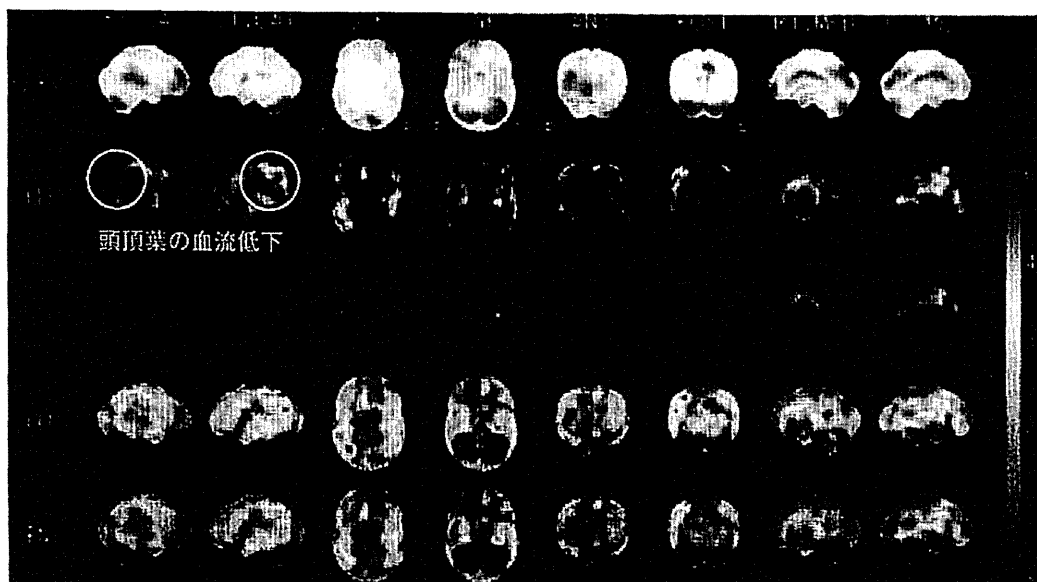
症例 2 の SPECT 3D-SSP
